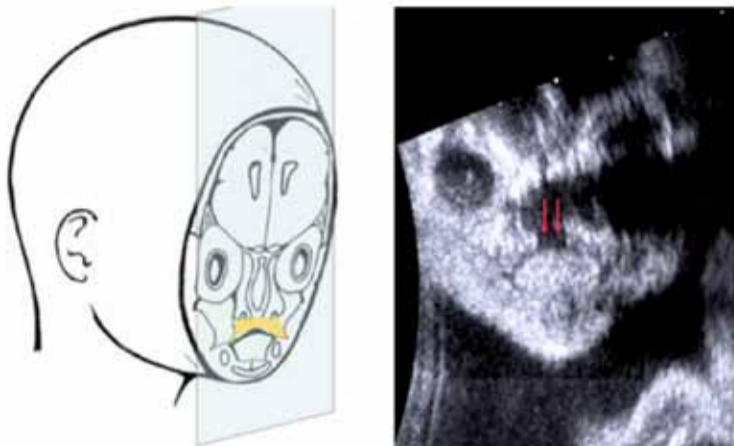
Modalità di scansione del palato fetale. Schemi ed aspetti ecografici 2D di una sezione coronale di un palato patologico. Palatoschisi (indicata dalle frecce rosse), al di sotto del difetto osseo si evidenzia la lingua fetale in sezione coronale.
